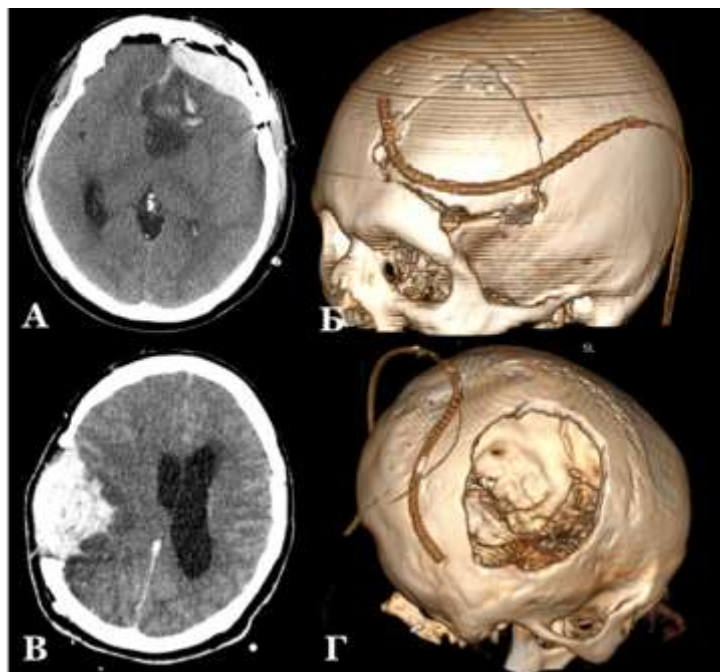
Примеры наложения недостаточного количества фиксирующих ТМО швов, которые стали причиной формирования послеоперационных ЭДГ после резекции низкоккачественной глиомы левой лобной доли (А, Б), муж., 40л.; дермоида с экстра/-интракраниальным ростом правой теменной области (В, Г), жен., 57л. А – послеоперационное КТ (аксиальная проекция).
